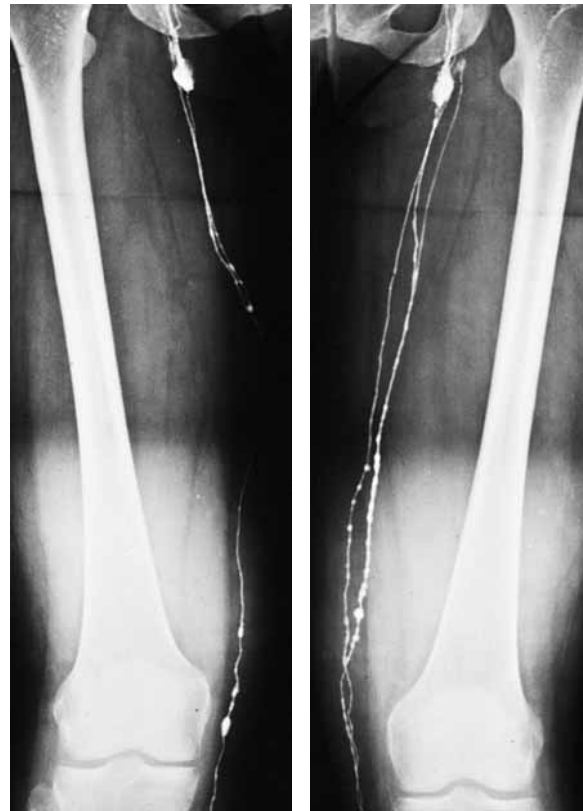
Lymphographie mit wasserlöslichem Röntgenkontrastmittel bei Patientin mit doppelseitigem primärem Lymphödem. Anstelle von mindestens 8 Sammelrohren im Oberschenkelbereich stellen sich nur 1–2 dar (Hypoplasie).
